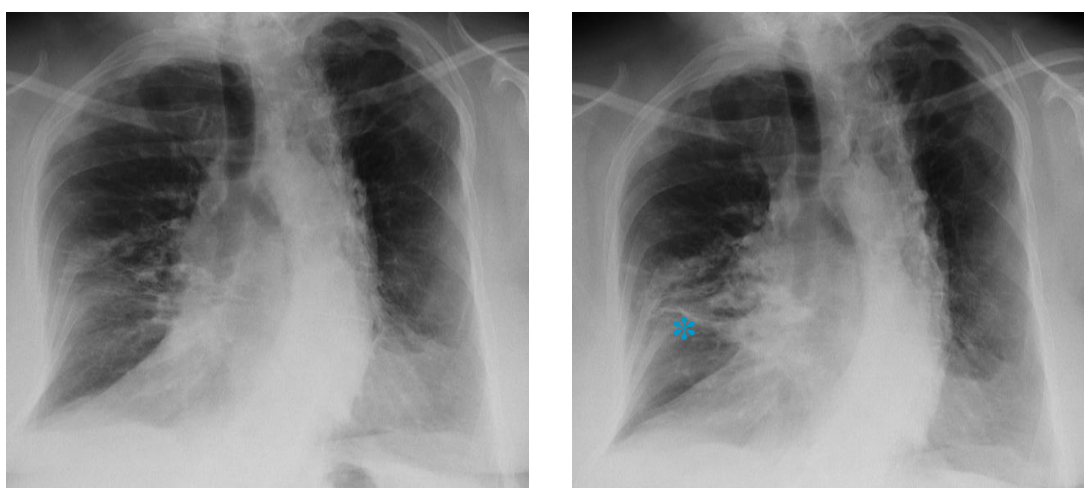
Radiographies thoraciques du patient 112 avant (à gauche) et pendant l'exacerbation (à droite). On note un infiltrat alvéolaire* du lobe moyen.
